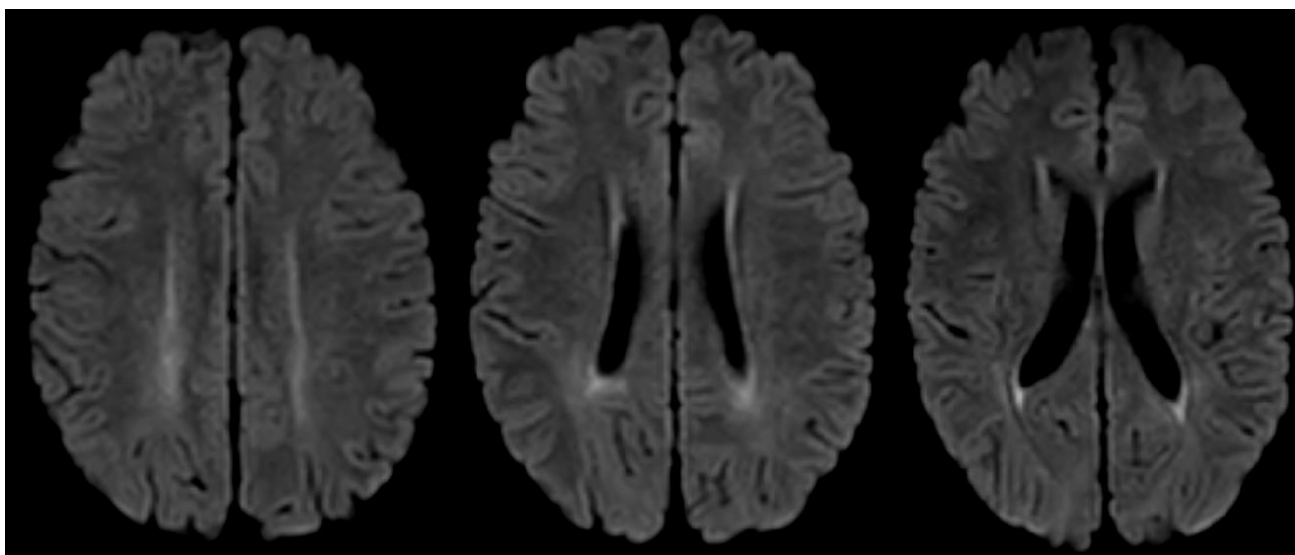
IRM cérébrale du patient 2 en coupes axiales avec séquence de diffusion retrouvant des hypersignaux de la substance blanche périventriculaire postérieure faisant évoquer une démyélinisation aiguë.
